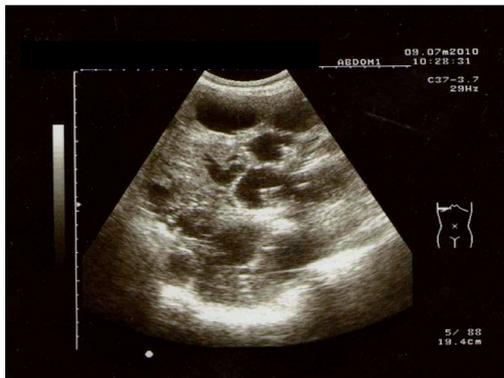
Hígado poliquístico. Lóbulo hepático derecho. Ecografía.
